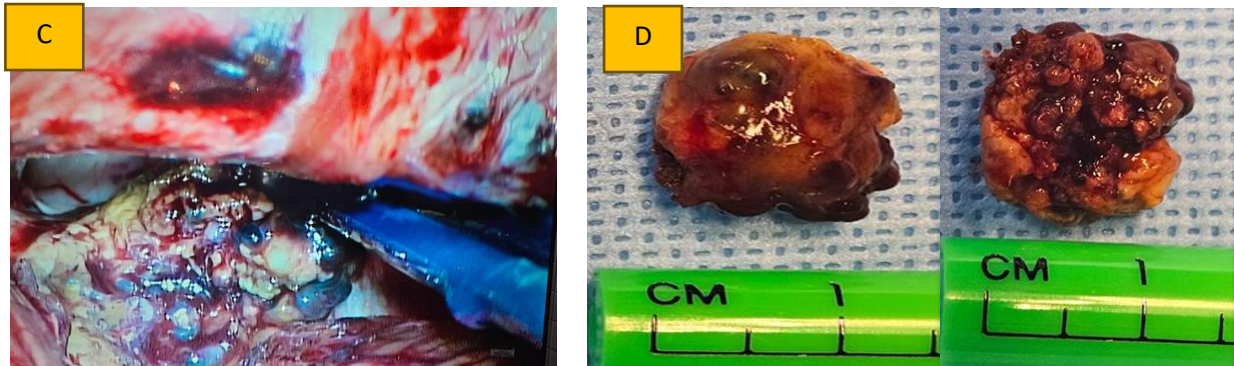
A) Resonancia magnética, donde se observa lesión ocupativa en región pineal realzada en círculo rojo B) Resonancia magnética que muestra lesión ocupativa señalada con círculo rojo
